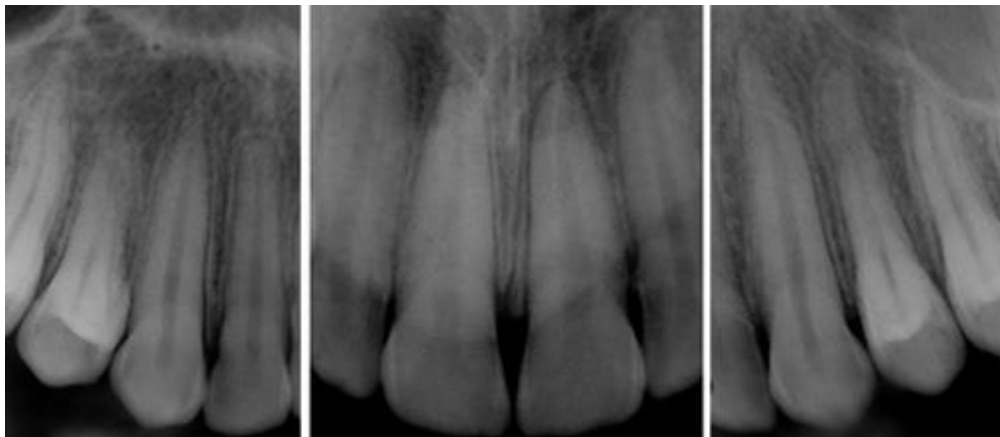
Imagen de radiografías periapicales de dientes superiores anteriores. (Fuente: <http://www.actaodontologica.com/ediciones/2013/1/images/1221/2.jpg>)
